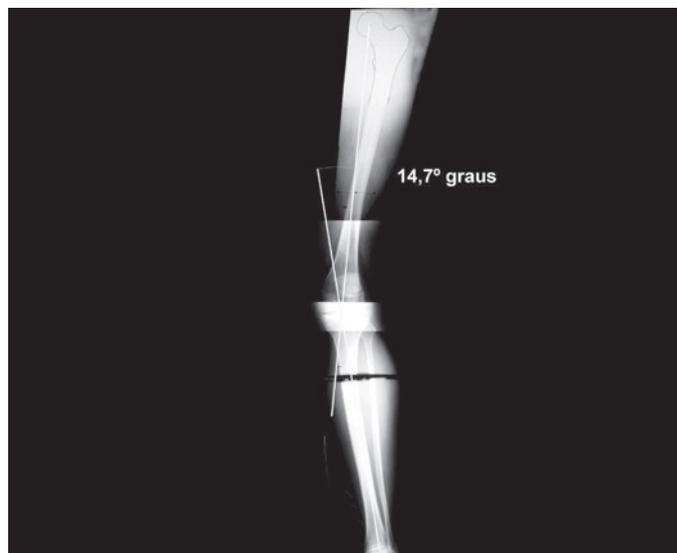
Radiografía panorámica en vista anteroposterior con carga del miembro inferior izquierdo, cuidando de mantener la rótula apuntando hacia adelante y la incidencia del rayo horizontal (paralela al suelo), dirigida a la rodilla, con el tubo de rayos X a una distancia de 3 m. Nótese la gran desviación del eje de carga del miembro inferior. Entre los ejes de carga femoral y tibial, se puede medir una desviación de 14,7°
